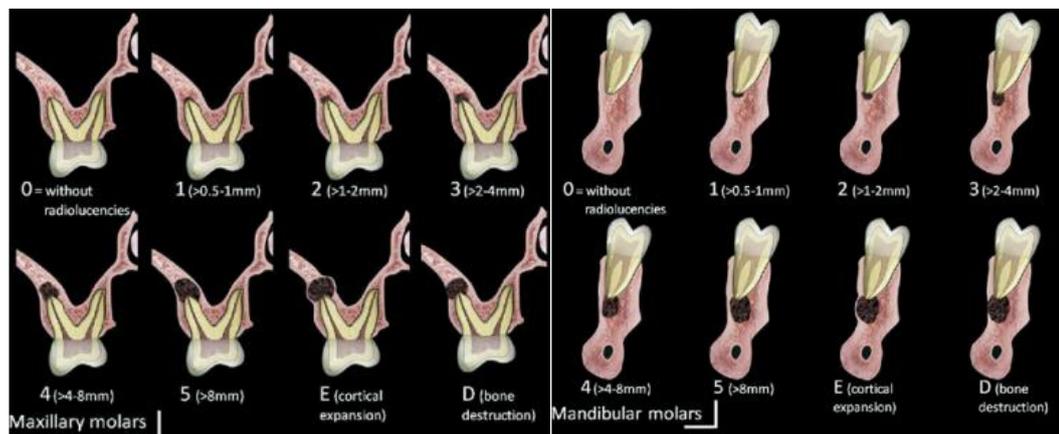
Índice CBCTPAI en molares (maxilares y mandibulares) ⁹².
